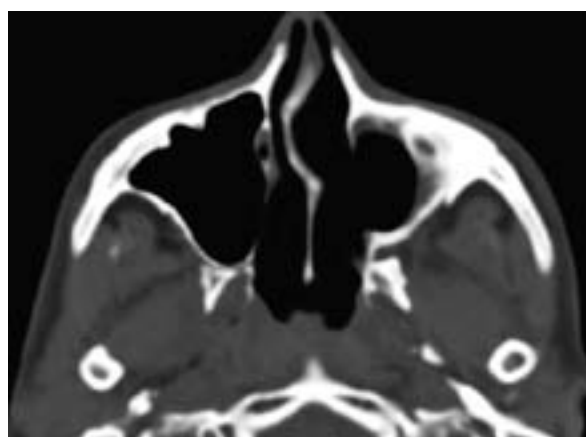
Комп'ютерні томограми голови у хворого на рак гайморової пазухи з поширенням у порожнину носа і крилопіднебінну ямку до лікування та після курсу телегамматерапії з паклітаксом.
